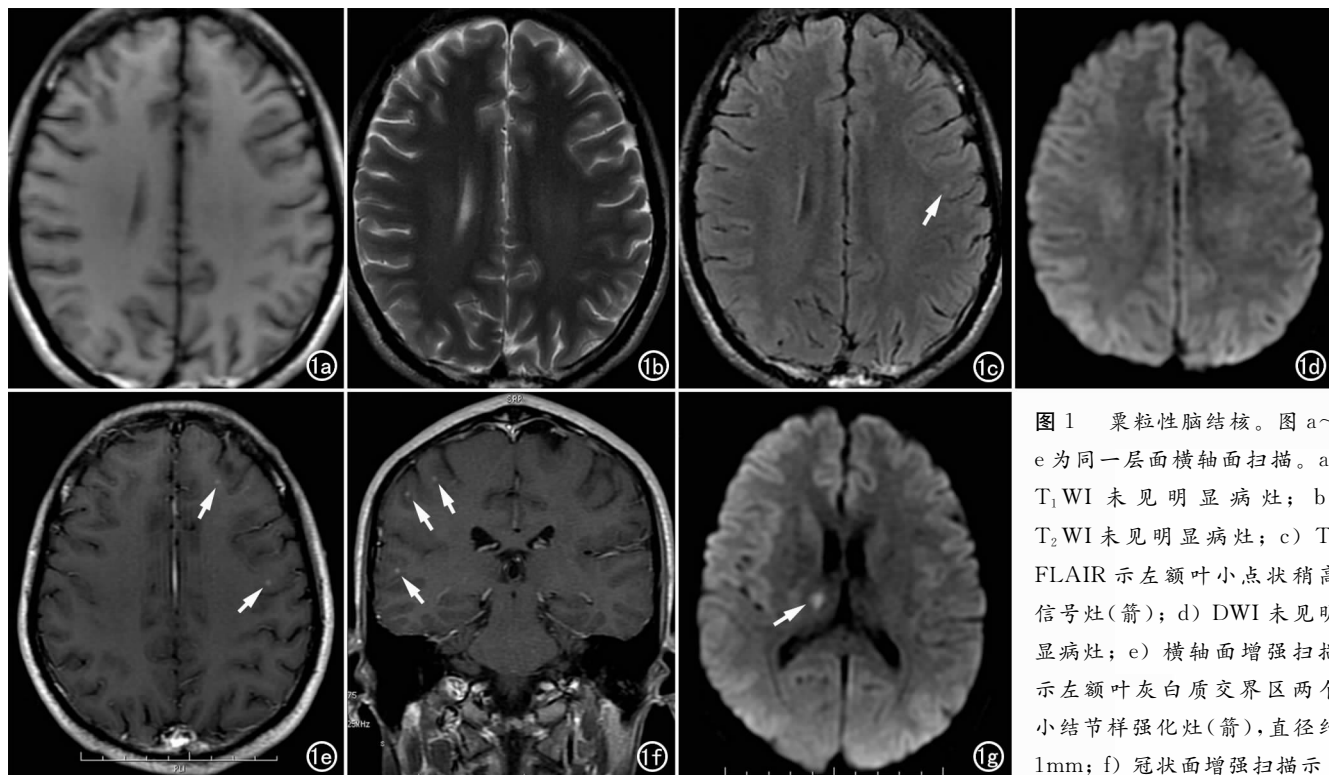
粟粒性脑结核。图 a~e 为同一层面横轴面扫描。a) T_1 WI 未见明显病灶; b) T_2 WI 未见明显病灶; c) T_2 FLAIR 示左额叶小点状稍高信号灶(箭); d) DWI 未见明显病灶; e) 横轴面增强扫描示左额叶灰白质交界区两个小结节样强化灶(箭),直径约 1mm; f) 冠状面增强扫描示
